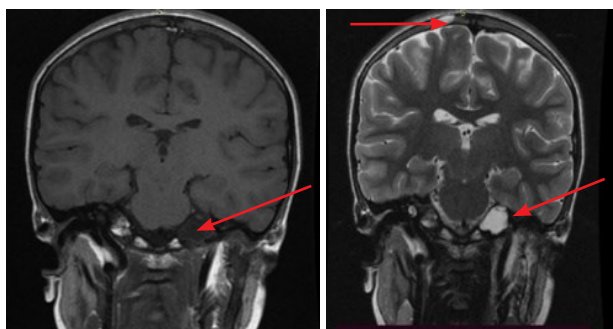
МРТ головного мозга ребенка П.12 лет.
